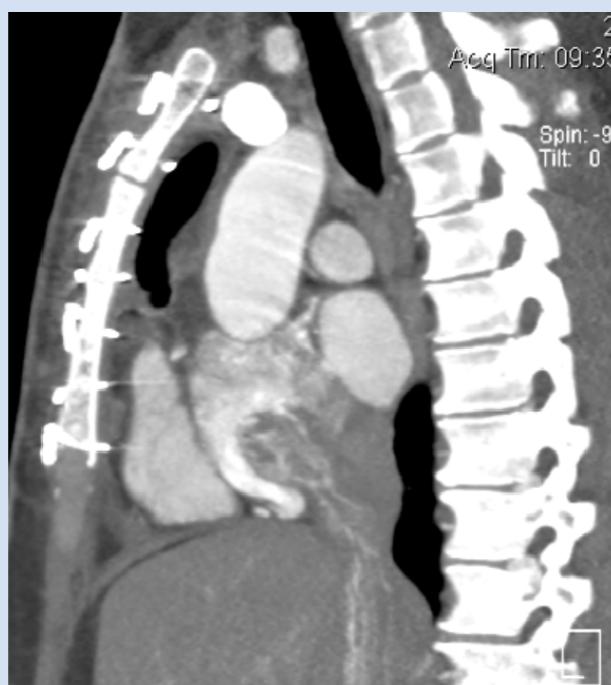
МСКТ с контрастированием: дефект контрастирования – визуализировано объемное образование в нижней полой вене с распространением в правое предсердие
